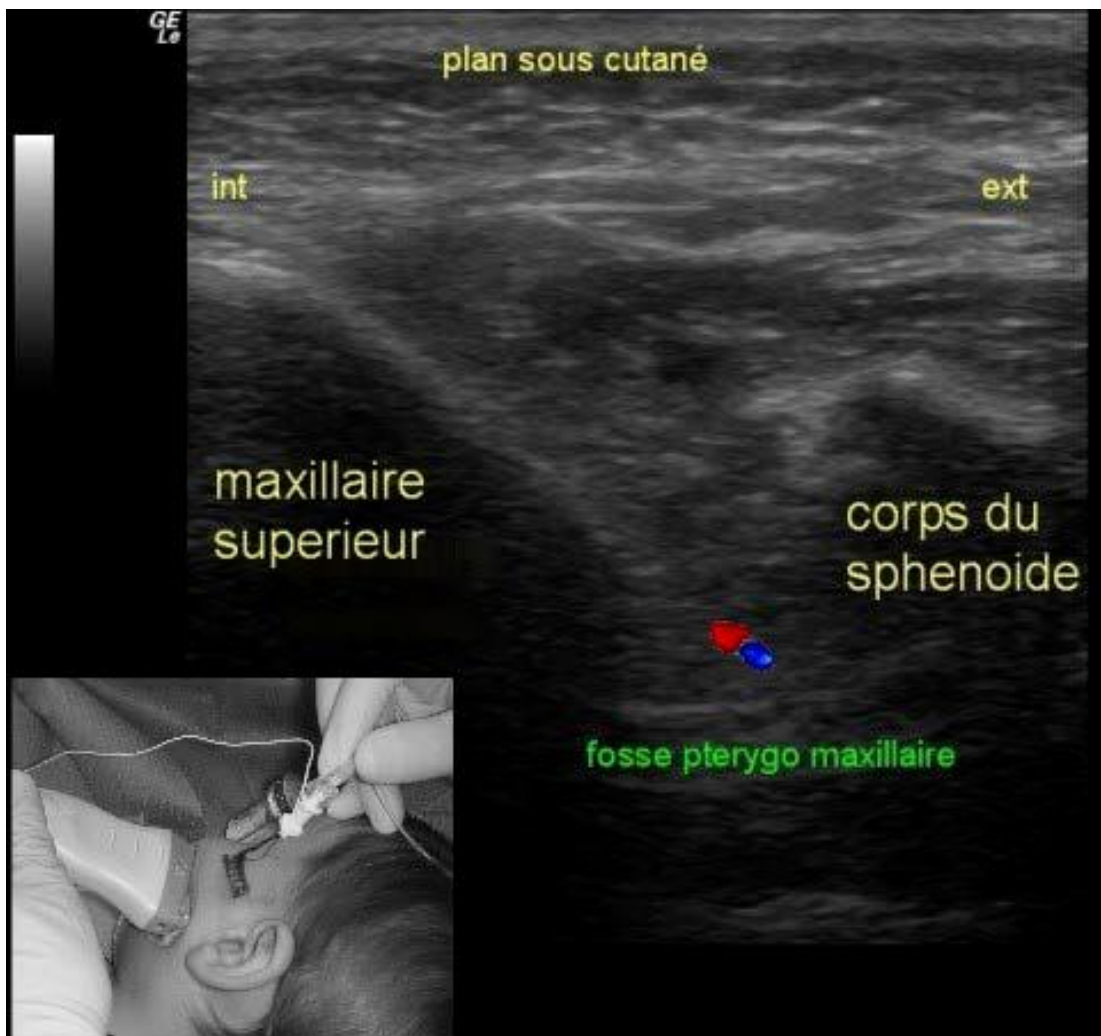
Image échographique de la fosse ptérygomaxillaire lors de la réalisation d'un bloc maxillaire par voie supra-zygomatique.
